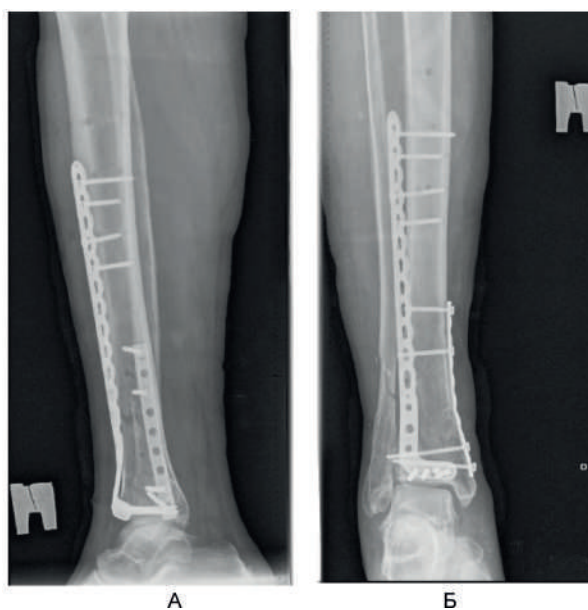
Рентгенограммы в боковой (А) и прямой (Б) проекциях после выполнения малоинвазивного накостного остеосинтеза нижней $\frac{1}{3}$ большеберцовой кости.
